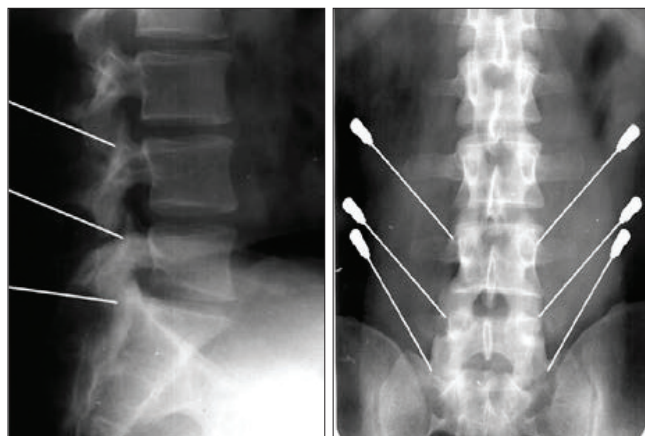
Фотоотпечаток с рентгенограмм во время денервации дугоотростчатых суставов
